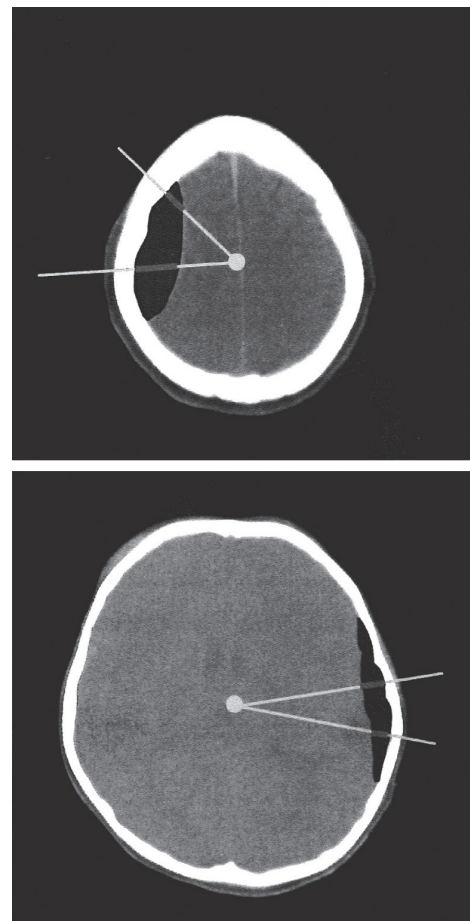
救急用頭部CT画像における硬膜外血腫と硬膜下血腫の判別<sup>2)</sup>
